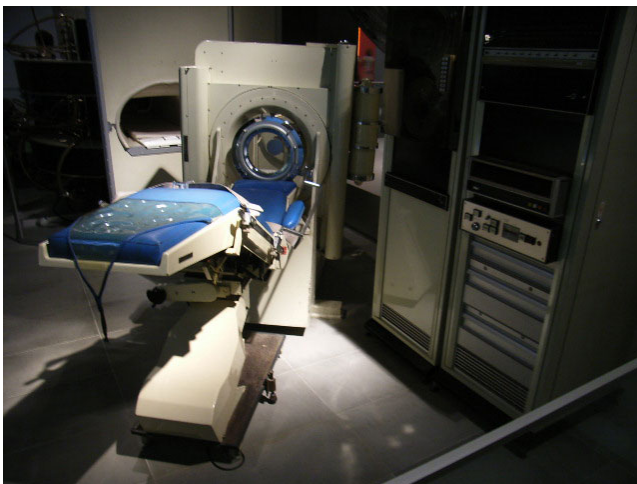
Erstes klinisches CT der Firma EMI
